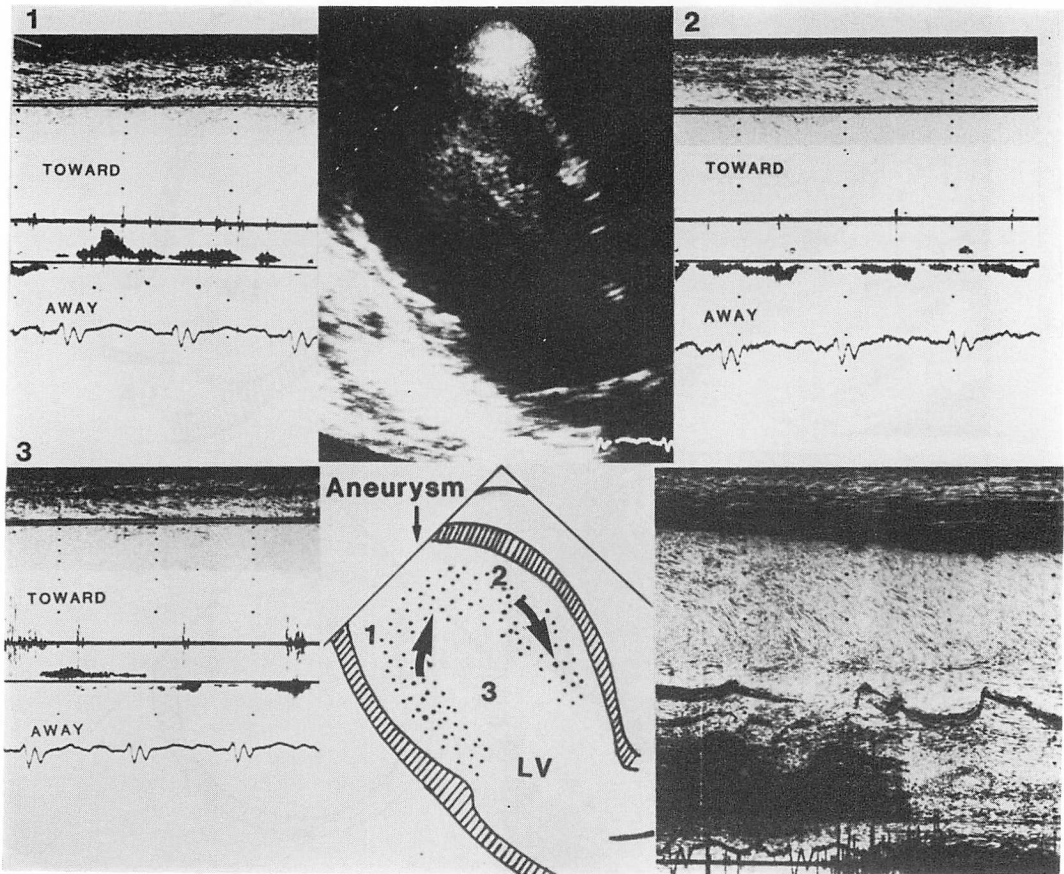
Pulsed Doppler echocardiograms in the left ventricle of Case 1 (apical long-axis view).
